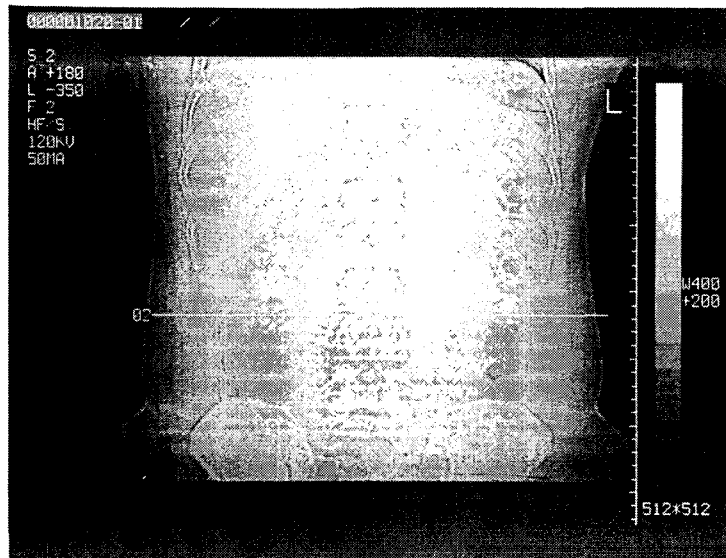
Umbilicus level's CT scan of supine position.
